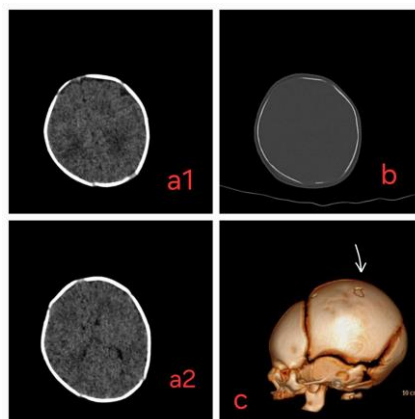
Рисунок 3. КТ (a1, a2, b) и 3D КТ (в) головы через 3 дня после операции. Депрессивный перелом черепа после коррекции. Трепанационное отверстие и вправленная область (белая стрелка)
